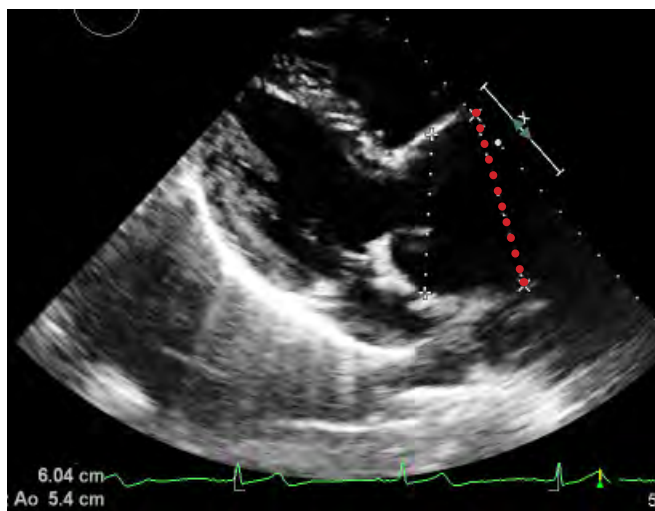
Ecocardiograma transesofágico que muestra la dimensión del aneurisma a nivel de los senos de Valsalva (línea roja punteada).
